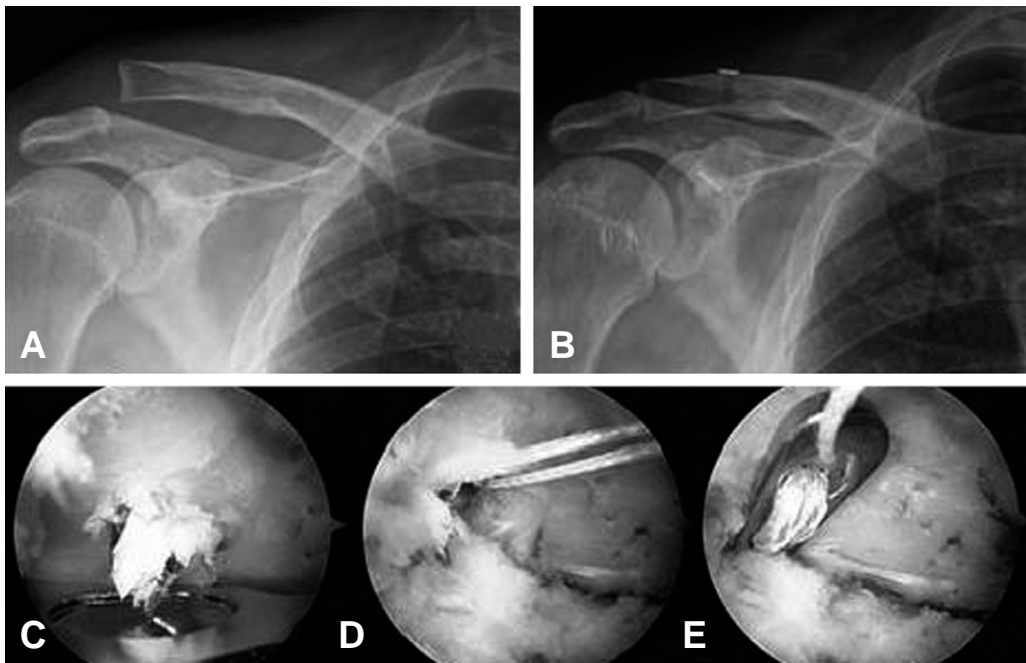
Coracoclavicular augmentation by Tight-Rope®. (A) Pre-operative X-ray. Rockwood classification type V. (B) Post-operative X-ray. (C) Position of AC Tight-Rope® Constant guide on superior clavicle and base of coracoids process from anterior portal. (D) Interpose guide pin first and made 4mm hole with reamer. After that we pass the wire through clavicle insertion hole and enter the Tight-Rope®. (E) Used grasper to pull out the traction suture from anterior insertion hole, made oval button solidly settle on base of coracoids process then placed superior clavicle round button closely on the clavicle. We made a knot on blue suture and firmly fixed Tight-Rope®.
